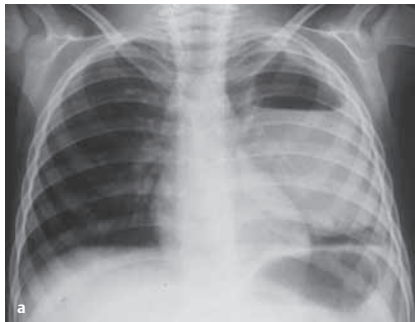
Abszedierende Pneumonie (Röntgen-Thorax-Aufnahme). Die Patientin ist ein 10 Monate altes Mädchen, das durch Fieber, Erbrechen und Kurzatmigkeit auffällig wurde. In der Aufnahme ist ein ausgedehntes interlobäres Pleuraempyem zu sehen, links mit deutlicher Spiegelbildung. Außerdem ist eine kleine Pneumatotozele im Zwerchfellwinkel links zu sehen. a Übersichtsaufnahme, b seitliche Aufnahme. Abb. c zeigt die Darstellung eines Lungenabszesses in der Sonografie.
